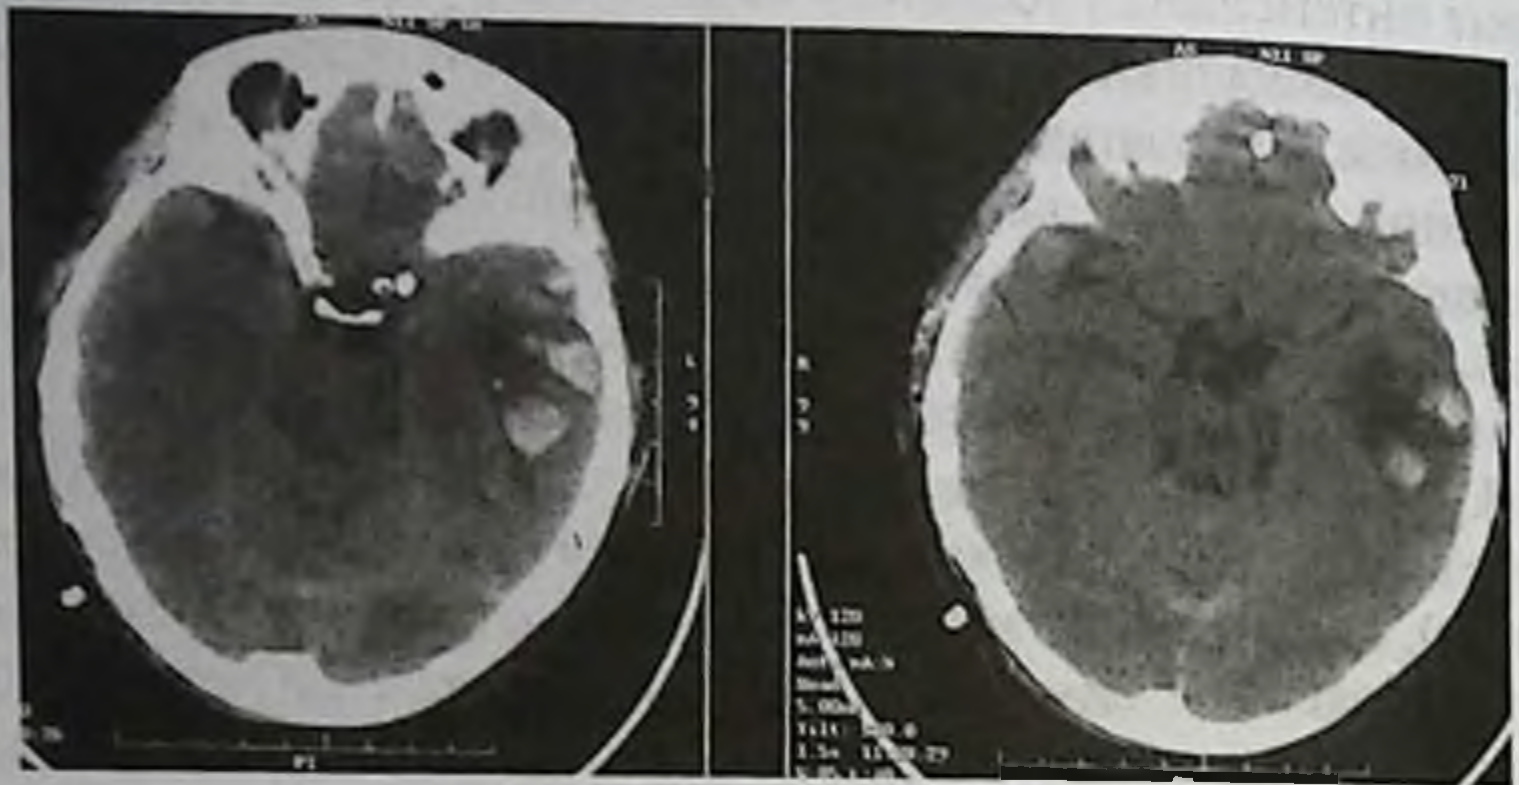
Магнитно-резонансная томограмма головного мозга при ушибе. Виден очаг разрушения мозговой ткани
